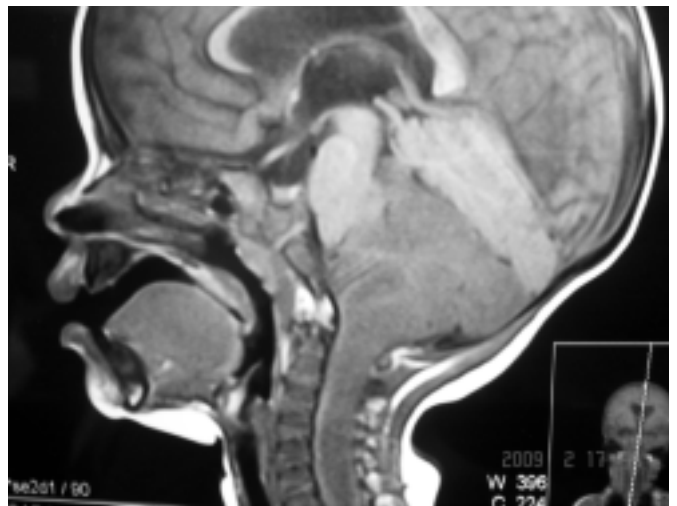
IRM cerebral sagital en fase T1 mostrando una lesión difusa y homogénea, con límites bien definidos que compromete cerebelo, tallo cerebral y médula espinal, desplazando estructuras circunvecinas.
